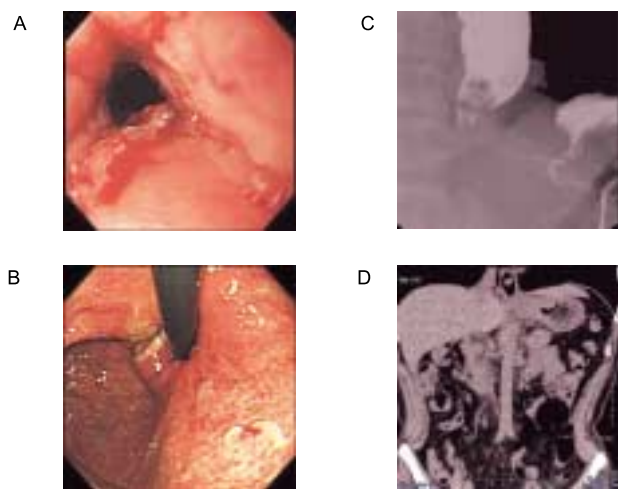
術前検査 A, B 上部消化管内視鏡検査，C 上部消化管透視検査，D 腹部骨盤部 CT 検査
